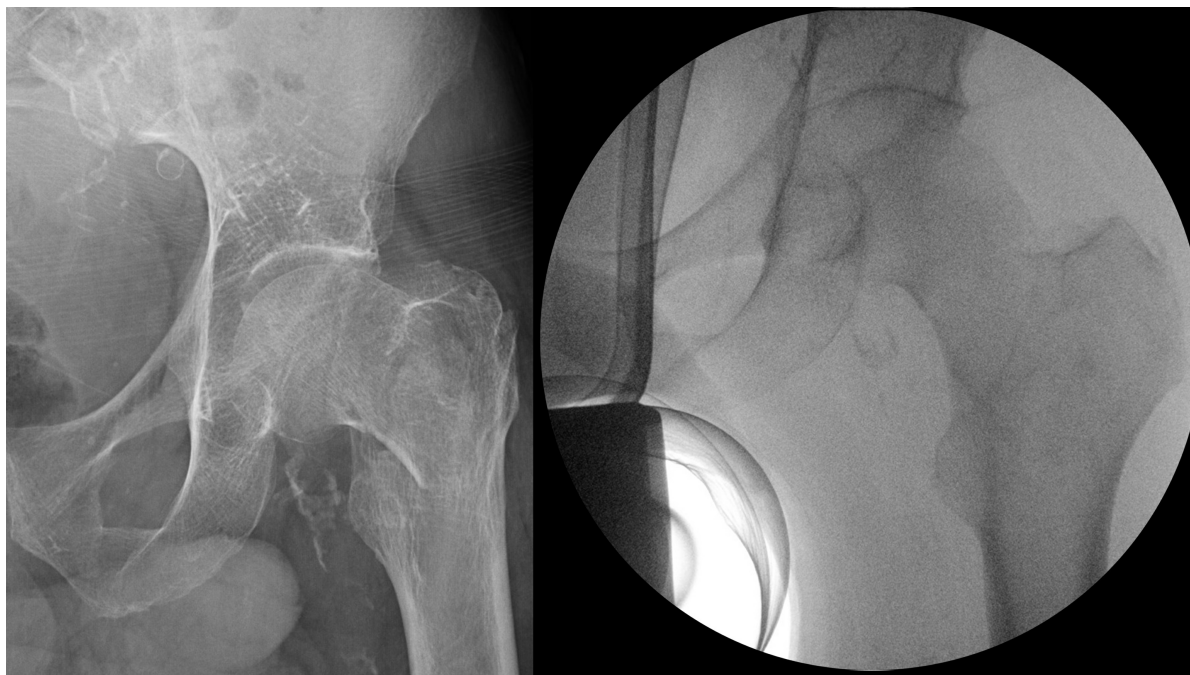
Imágenes preoperatorias. A la izquierda, la radiografía simple en proyección anteroposterior. A la derecha, la imagen de escopia intraoperatoria en proyección anteroposterior.
